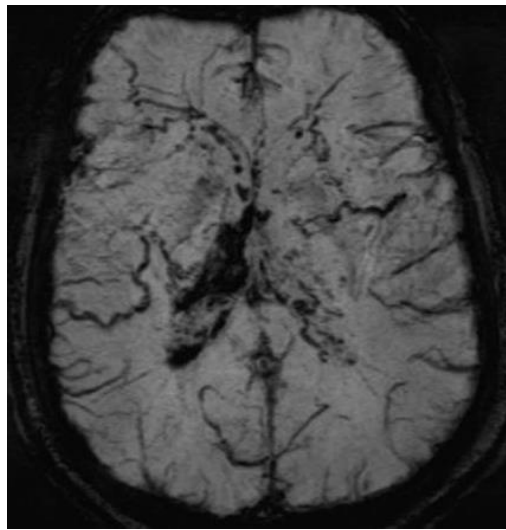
Non-fonksiyonel derin venöz sistem tanımına yönelik ikinci demonstratif vakada, fistül boşalımının başlıca sağ Bazal Ven ve Anterior Pontomezenencephalic Ven (APMV) üzerinden olmak üzere infratentorial ve sağ hemisfere ait supratentorial venlere gerçekleştiği izlenmiştir. Fistül boşalımında ICV'lerin opasifikasyonuna ait bir görünüm mevcut değildir. İnfratentorial drenaja bağlı bu bölge venlerinde MRG görüntülerde kalibrasyon artışı ve muhtemel venöz hipertansiyona sekonder serebellar tonsillerdeki Foramen Magnum'a doğru uzanımına dikkat ediniz.
